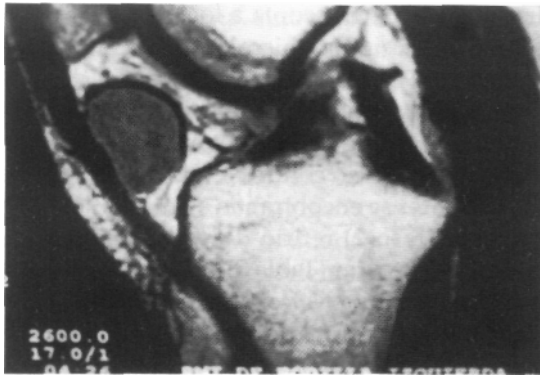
(caso 3). Corte sagital de RM preoperatoria. Se observa la lesión tumoral posterior al tendón rotuliano.
